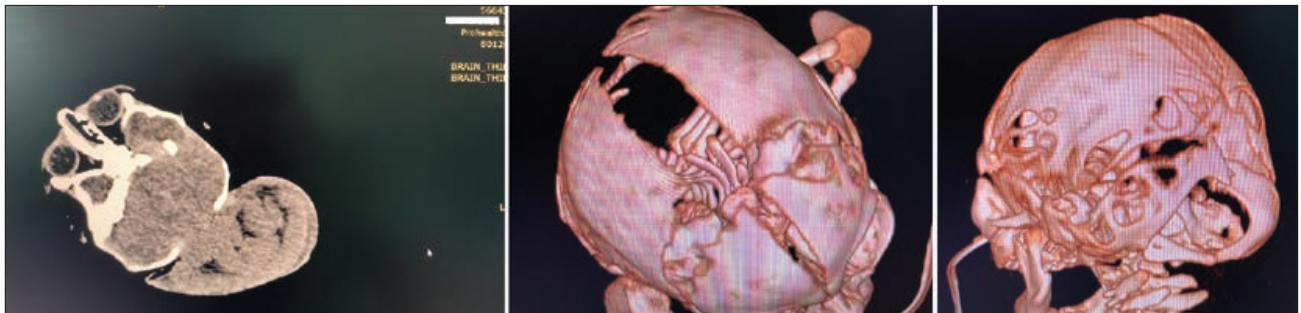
Комп'ютерна томографія голови (нативно), 16-та доба життя
